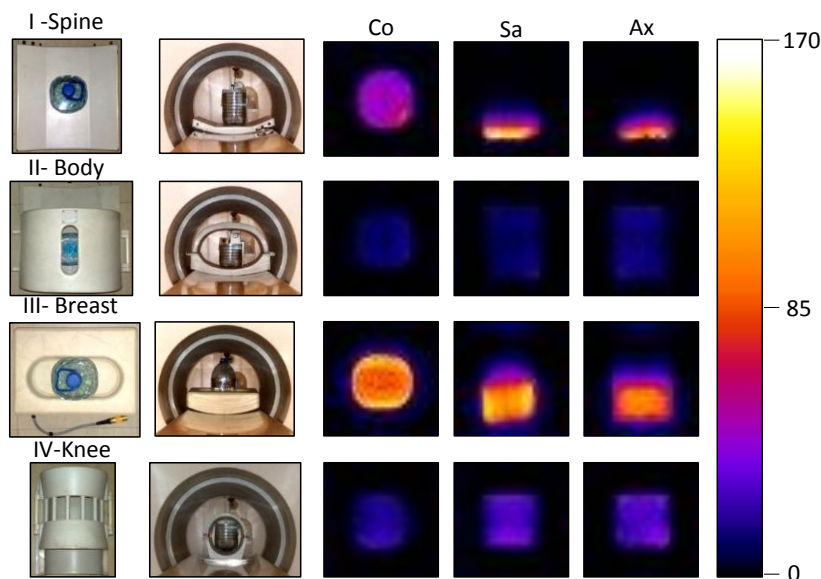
^{23}Na МРТ фантома с использованием катушек I, II, III и IV. На двух колонках слева - фотографии катушек – вид сверху и в поперечном направлениях. На остальных колонках - карты SNR в коронарной (Co), сагиттальной (Sa) и аксиальной (Ax) проекциях. Цветная шкала соответствует значениям SNR.
